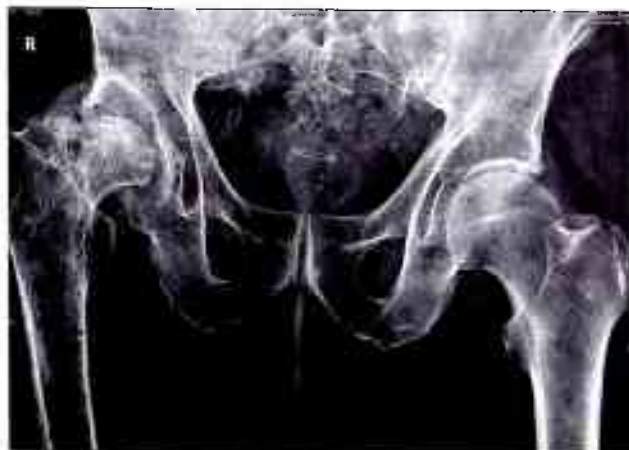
Пациент Е. Рентгенограмма в переднезадней проекции. Правосторонний посттравматический коксартроз 3-й степени с кистовидной перестройкой и асептическим некрозом головки бедренной кости, варусная деформация правой нижней конечности. Укорочение правой нижней конечности. Перекос таза влево. Распространенный остеохондроз поясничного отдела позвоночника. Спондилоартроз 2-й степени всех сегментов.
